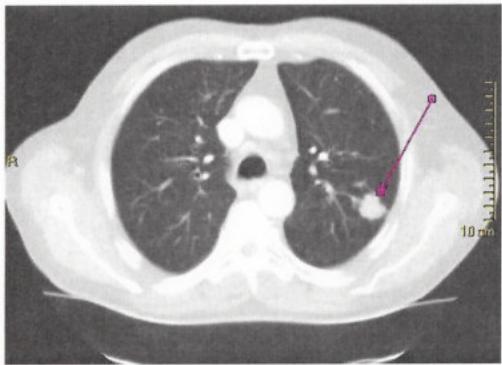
Рак легкого (компьютерная томография).
